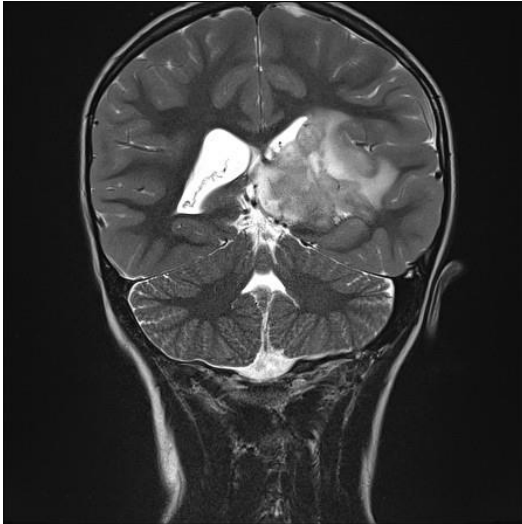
Kraniale MRT-Bildgebung eines Patienten mit HGG und perifokalem Ödem Kraniale MRT-Bildgebung mit Kontrastmittel in koronarer T2-Wichtung eines 7-jährigen, männlichen Patienten mit Diffusem Mittelliniengliom (DMG) ZNS WHO Grad 4, H3K27-alteriert (*H3F3A* K27M Mutation) aus der HIT-HGG-Datenbank, Göttingen. Es zeigt sich die intrakranielle Raumforderung frontotemporo-parietal links mit fingerförmigem Marklagerödem sowie Kompression des linken Seitenventrikels.
